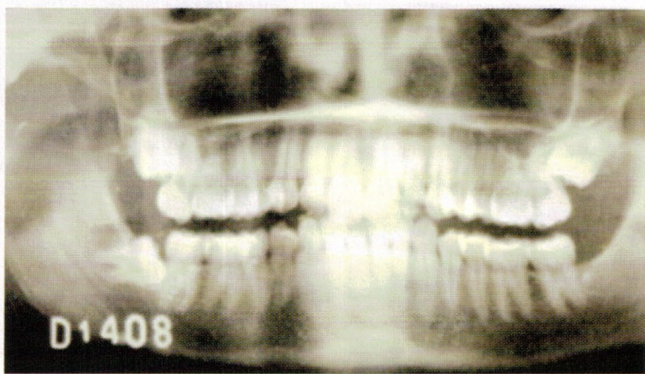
Última radiografía de control, 2011.
